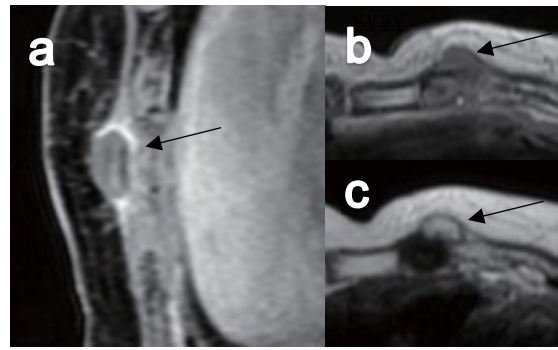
MRI a)Gd 造影, b)T1 強調画像, c)T2 強調画像 T1 強調にて hypointensity, T2 強調にて isointensity, Gd 造影で辺縁が造影される腫瘤を認める (黒矢印).
